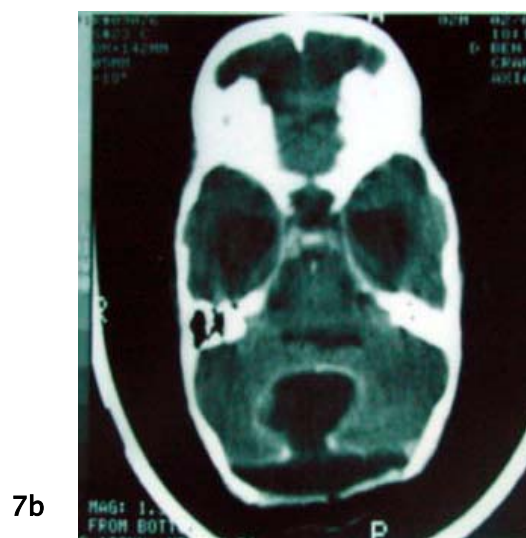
TDM cérébrale de contrôle en coupe axiale après exérèse de la tumeur.
